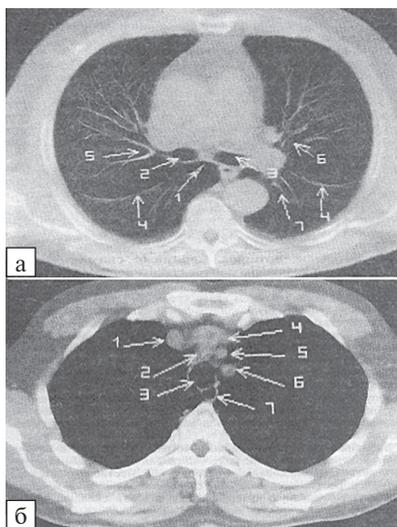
Компьютерная томография органов грудной клетки в норме: а — режим визуализации легочной ткани: 1— бифуркация трахеи; 2 — правый главный бронх; 3 — левый главный бронх; 4 — междолевая плевра; 5 — сосуды и бронхи; 6 — лимфоузлы; б — режим визуализации легочной ткани: 1; 2; 4; 5 — органы средостения; 3 — трахея; 6 — лимфоузлы; 7 — пищевод
